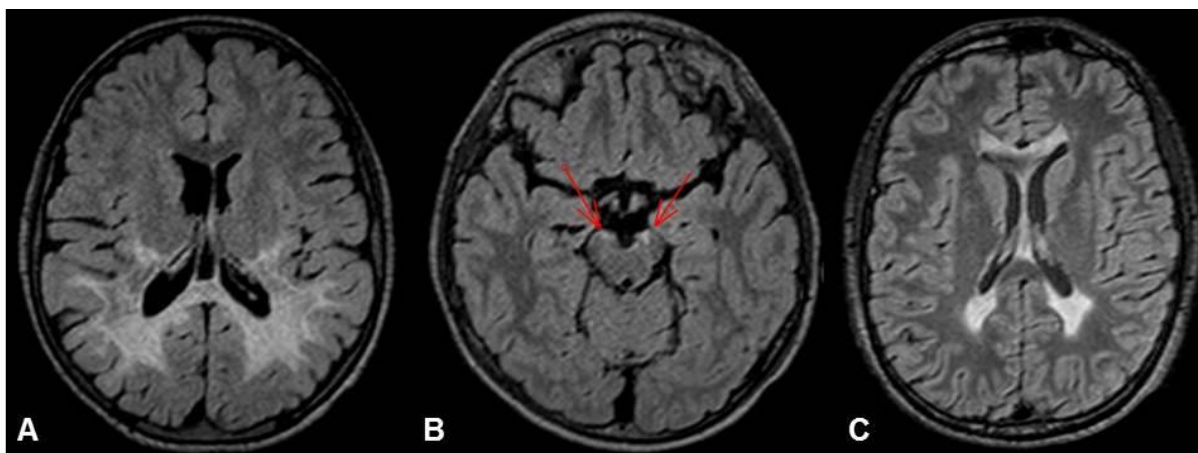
EXEMPLOS DE PADRÕES DA ALD NA RESSONÂNCIA MAGNÉTICA.
